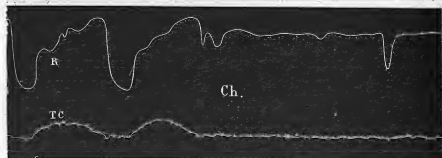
Graphique de la respiration (ligne R) et des oscillations cérébrales (ligne TC) modifiées en Ch. par l'administration brusque de chloroforme.
